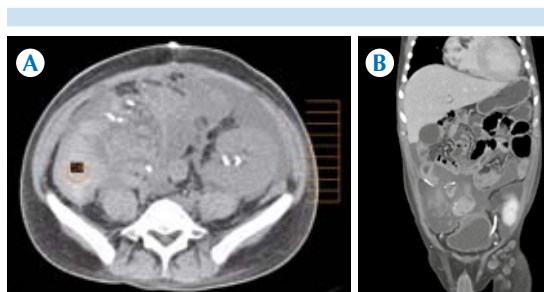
Caso 39. Hombre de 27 años con síndrome doloroso abdominal inespecífico, con estatus posoperatorio por trasplante pancreático renal. Tomografía en fase simple que permite definir en la imagen axial A) área de hiperatenuación de 58 UH hacia la fosa ilíaca derecha y hemoperitoneo. B) En la reconstrucción multiplanar coronal se define la extensión del hemoperitoneo y el área del sitio de sangrado. La interpretación por tomografía señaló la posibilidad de abdomen agudo hemorrágico no traumático de origen en el lecho quirúrgico de trasplante pancreático. Nótese al riñón pélvico trasplantado izquierdo.
